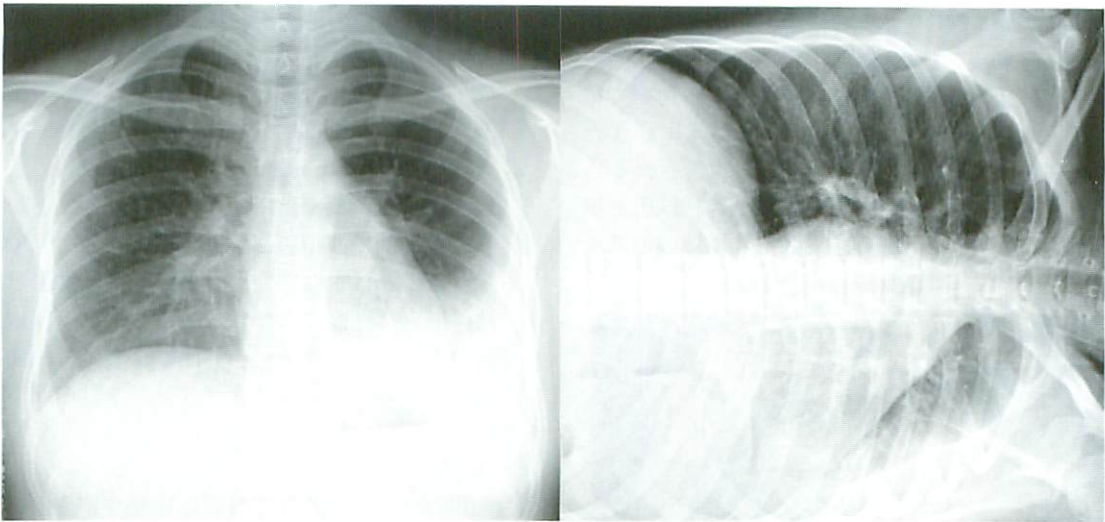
A 14-year-old girl with systemic lupus erythematosus. Chest Posteroanterior radiograph shows a left lower lobe infiltration and a decreased left lung volume, with pleural effusion more apparently seen in the left decubitus view.
